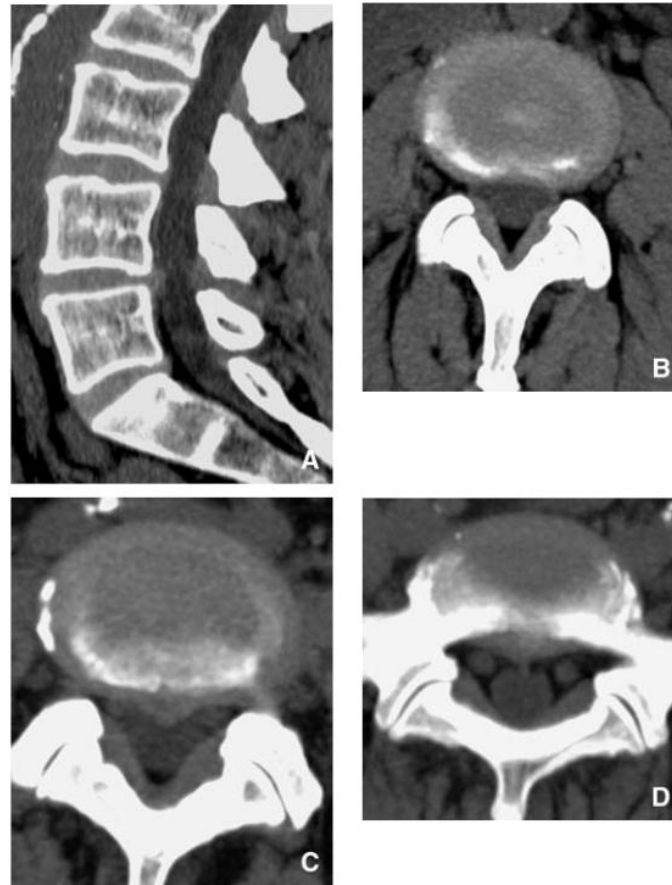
Bombement discal et hernie discale (TDM) (intérêt du plan axial pour leur distinction).
